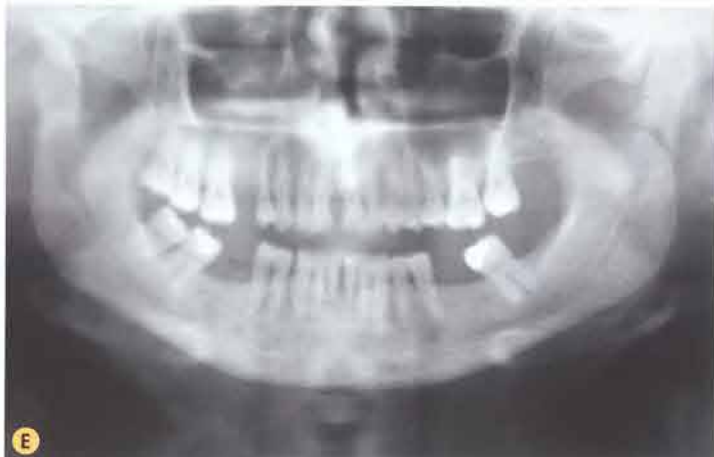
F. TC 3D lato destro: si apprezza la cavità glenoide vuota nella frattura condilare scomposta con lussazione. G. TC 3D lato sinistro: si evidenzia la frattura condilare scomposta senza lussazione. H. Visione frontale dopo applicazione di fissatore rigido esterno bilateralmente. Si evidenzia l'immediata mobilizzazione delle strutture articolari. I. Visione laterale: sono evidenti i pin di ancoraggio applicati rispettivamente al condilo e al corpo mandibolare e uniti tramite fissatore rigido esterno. L. Paziente in visione frontale al termine del trattamento. M1-M2. Particolare bilaterale della regione preauricolare: buona guarigione degli accessi chirurgici esteticamente non apprezzabili grazie al breve periodo di permanenza dei pin.
